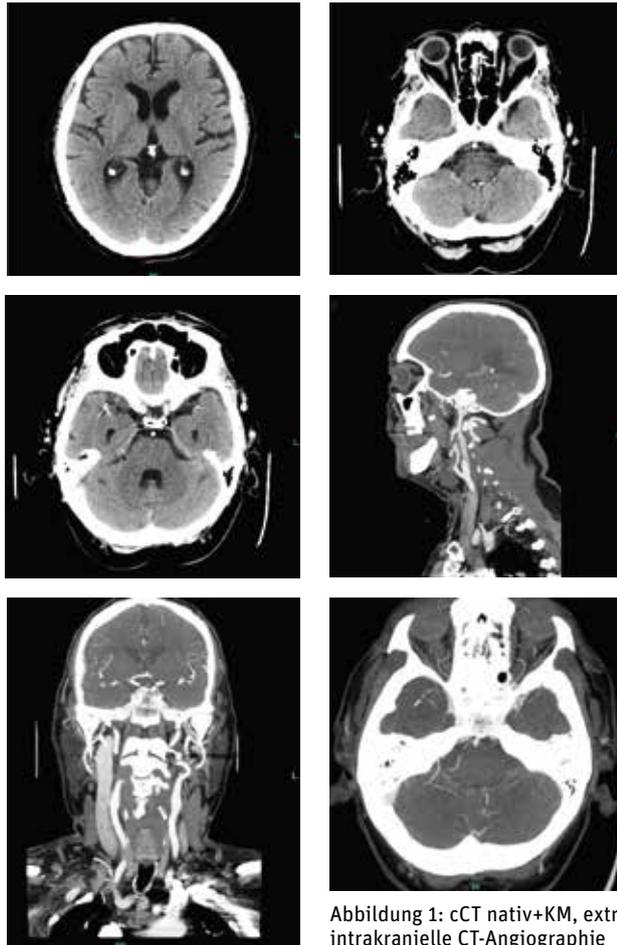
cCT nativ+KM, extra-/intrakranielle CT-Angiographie
